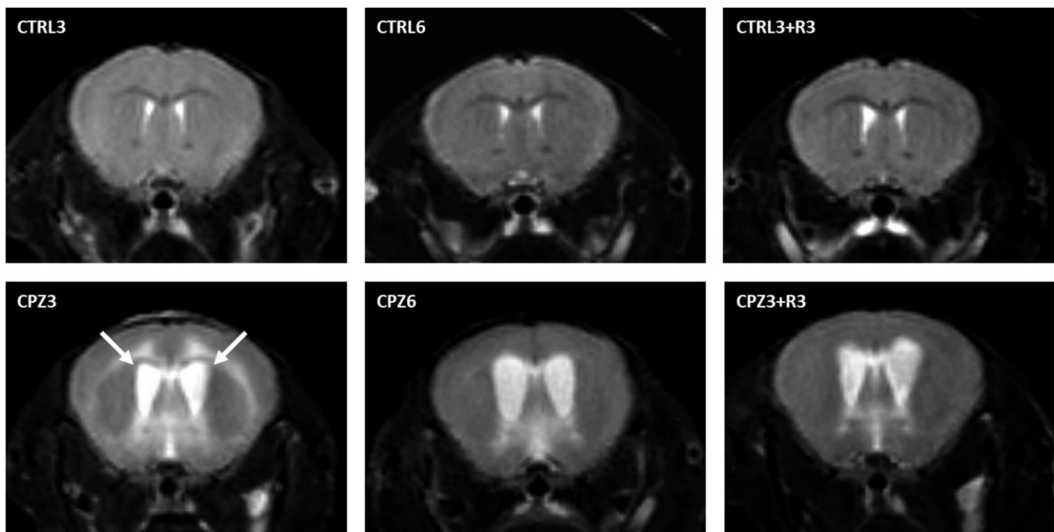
Resonancias magnéticas de cerebros de ratones control y tratados con cuprizona durante 3 semanas (CPZ3), 6 semanas (CPZ6) y 3 semanas seguidas de otras 3 semanas de recuperación (CPZ3+R3); cada imagen corresponde a un corte coronal (a nivel de la comisura anterior) ponderado en T2. Flechas: zonas hiperdensas.
